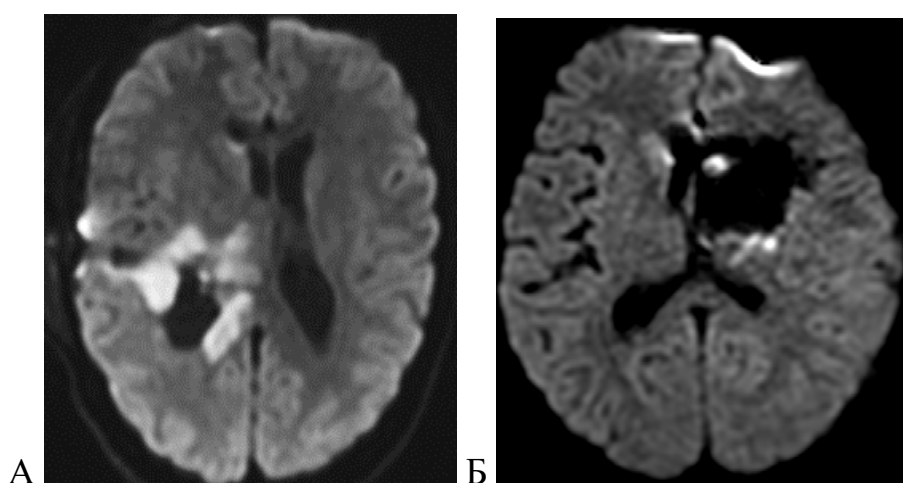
А – послеоперационное МРТ головного мозга, DWI-последовательность в аксиальной проекции. Ишемия области прохождения КСТ на уровне лучистого венца; Б - послеоперационное МРТ головного мозга, DWI-последовательность в аксиальной проекции. Ишемия области прохождения КСТ на уровне внутренней капсулы
